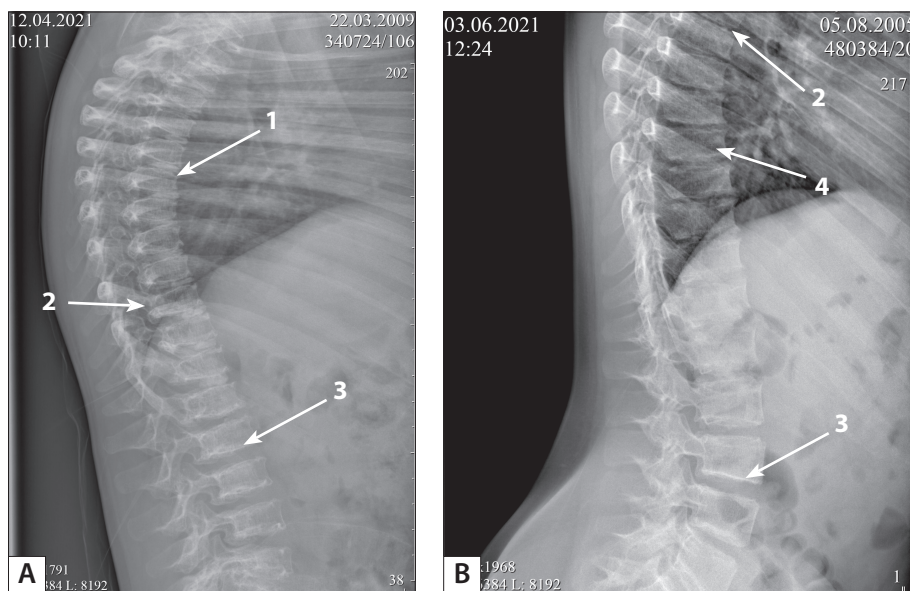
Рентгенограммы позвоночника в боковой проекции мальчика Н. (А) и девочки С. (В) (1 – кифоз грудного отдела позвоночника, 2 – снижение высоты тел позвонков, 3 – склероз замыкательных пластинок тел позвонков, 4 – остеопороз).
